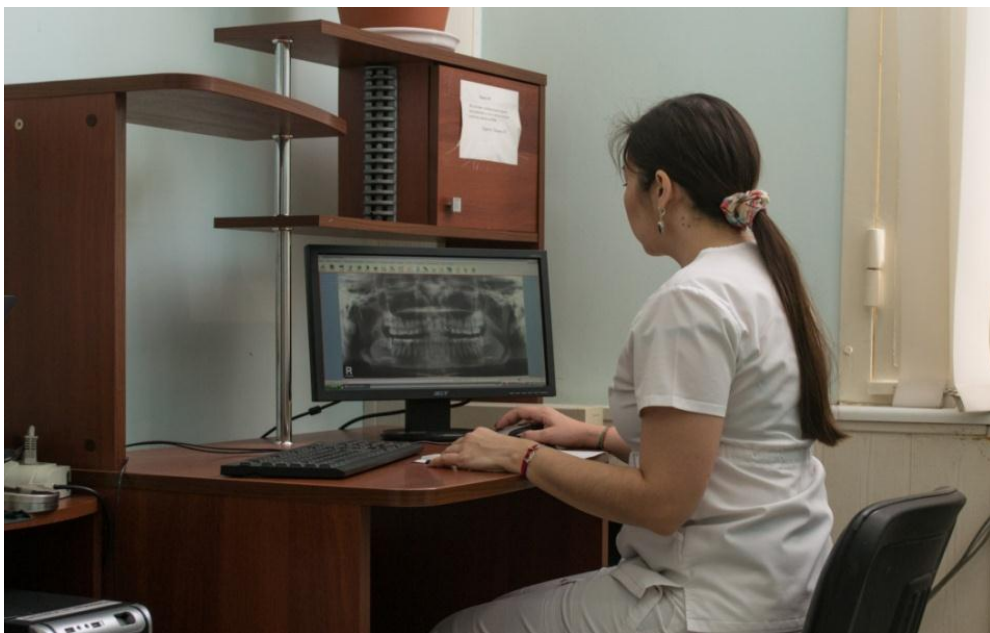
Исследование рентгеновских снимков
